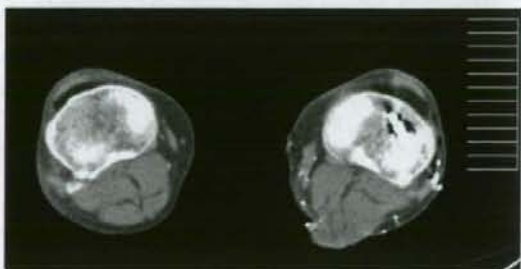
死後 CT 像。左大腿部に多数の金属片が認められる。
